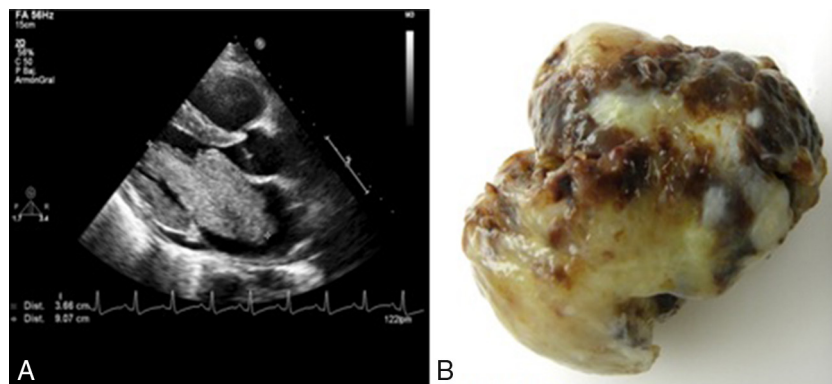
A) Ecografía transtorácica, plano paraesternal longitudinal, en el que se visualiza gran masa ovoide en aurícula izquierda (9 x 3,5 cm) que obstruye en gran medida el orificio de la válvula mitral protruyendo en diástole a su través. B) Pieza de tumorectomía de superficie lisa, constituida por tejido blanco pardusco y elástico. El corte de la pieza quirúrgica mostraba áreas de hemorragia y otras de aspecto mucoso.
